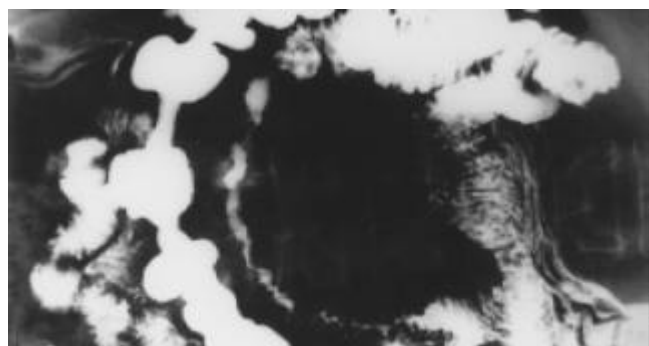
空肠腺癌X线表现。空肠上段局限性肠管呈向心性环状狭窄,黏膜破坏,环状皱襞消失,钡剂尚可通过狭窄段,病变肠管长约15 cm。
